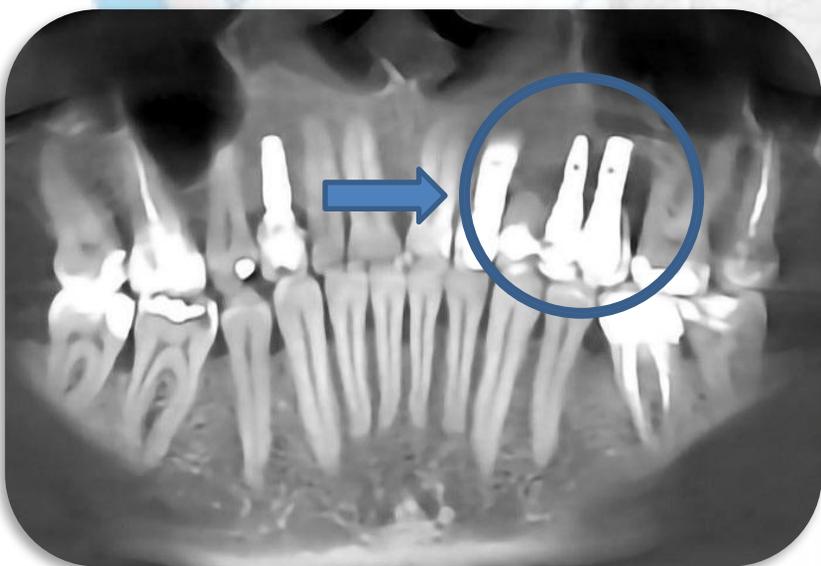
All'esame radiografico CBCT si evidenzia un deficit osseo verticale a carico degli elementi implantari, maggiore nella zona distale, con coinvolgimento della porzione radicolare di 26. Si osserva inoltre una fenestrazione vestibolare in comunicazione con il seno mascellare posizionata apicalmente a 25.
